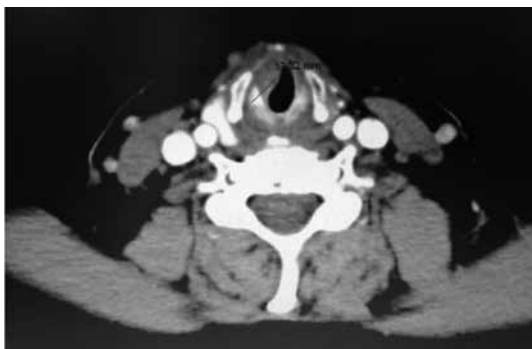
TAC que muestra el tumor laríngeo localizado a nivel de la glotis derecha.
